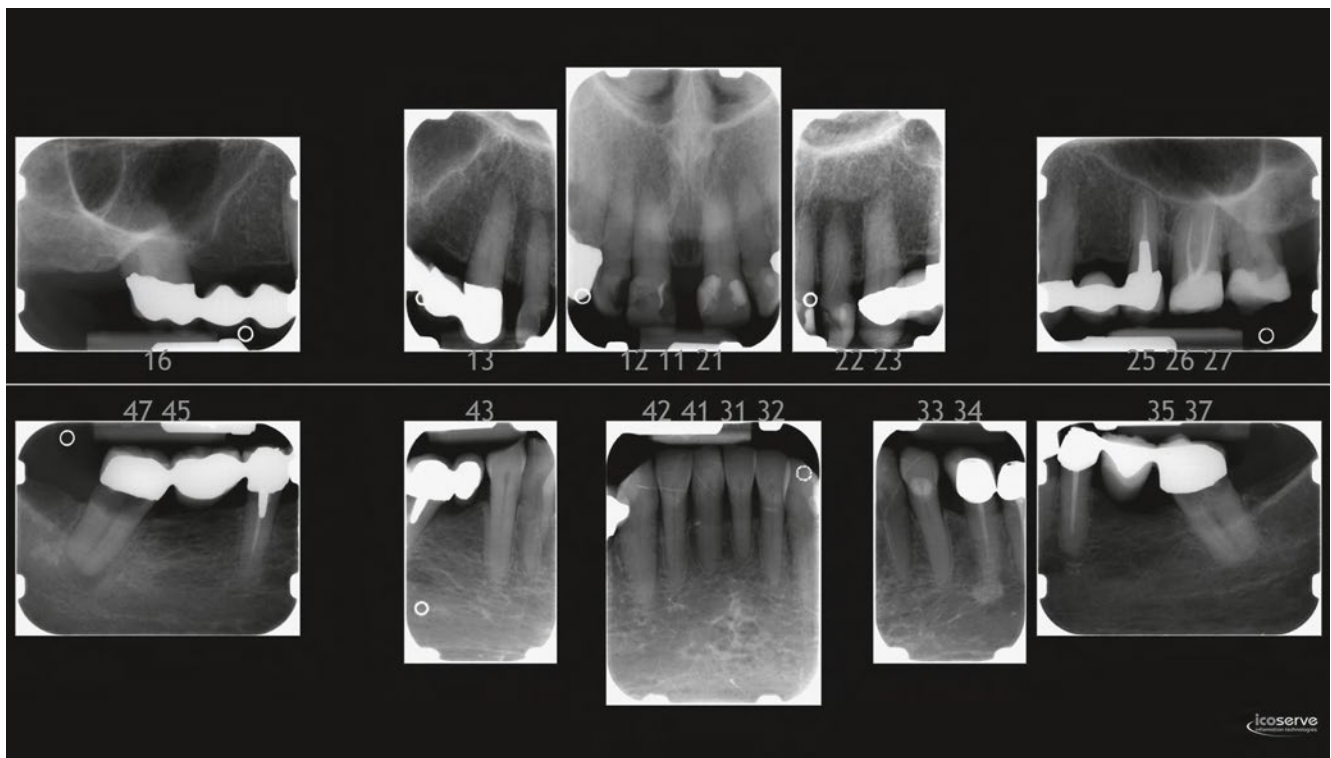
Der Röntgen-Einzelbildstatus zu Behandlungsbeginn
